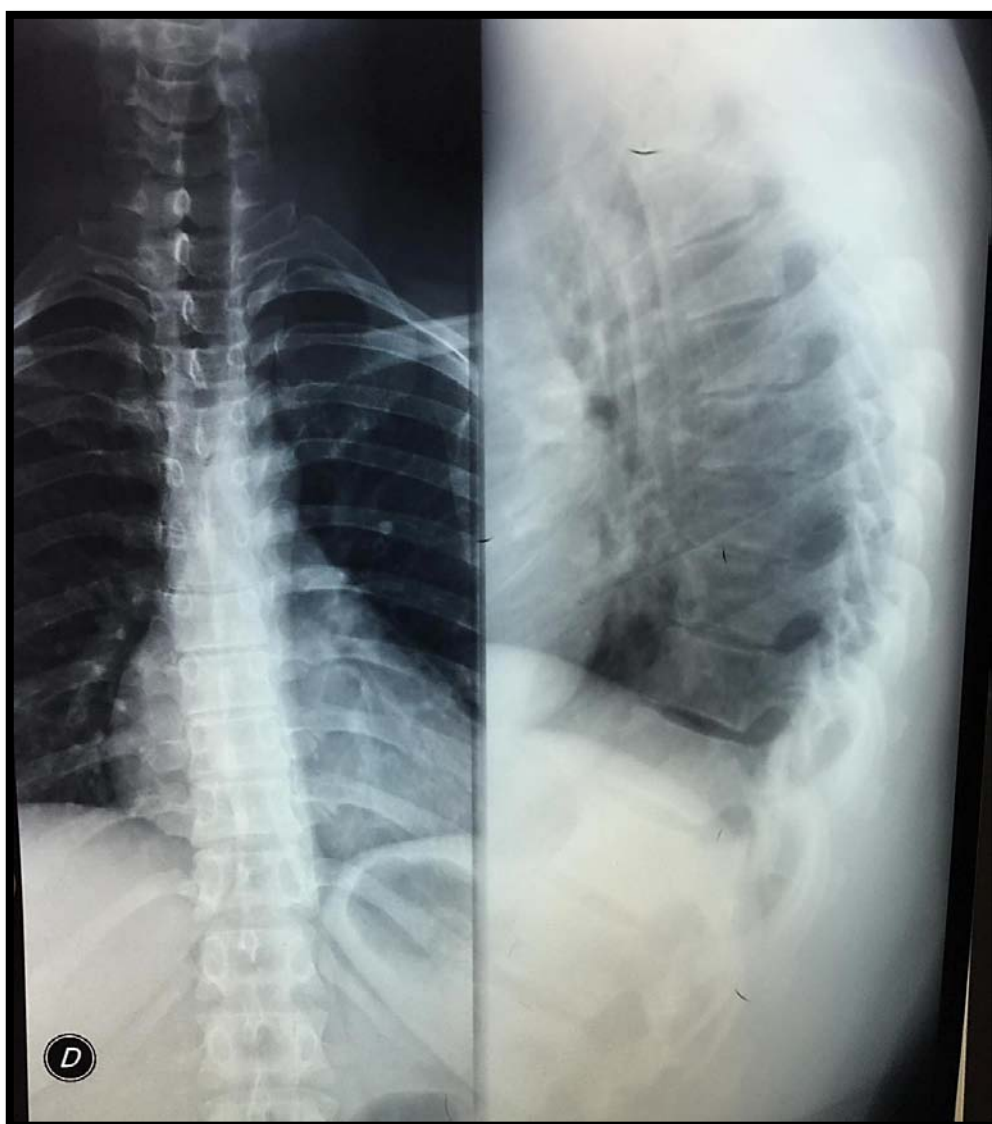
Radiographie thoracique normale.
